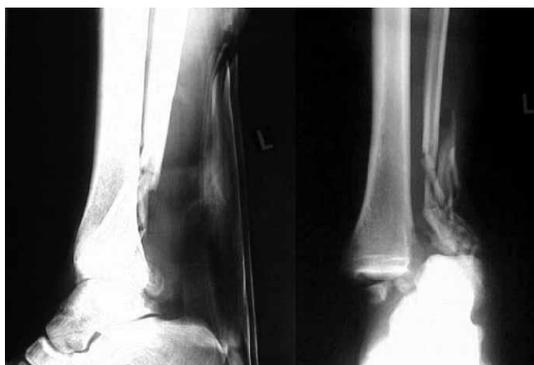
Рентгенограммы левой нижней конечности пациента при поступлении.
